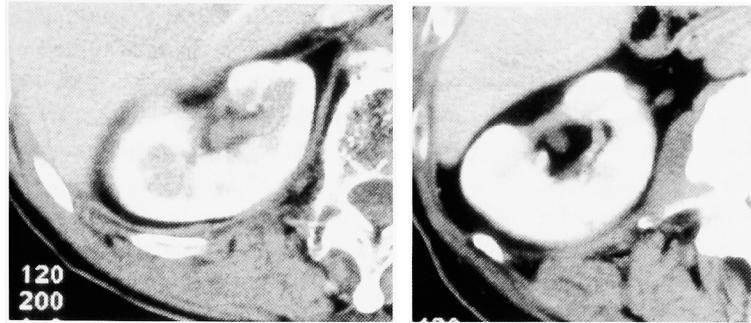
On the abdominal enhanced computed tomography 18 months after operation the low density area, which was recognized 2 months after operation, disappeared.
